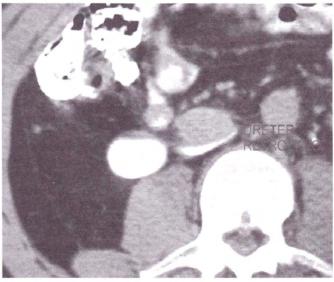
Tomografía axial computarizada con contraste, a nivel de L3 se ilustra la pelvis renal dilatada y el paso del uréter por detrás de la vena cava
